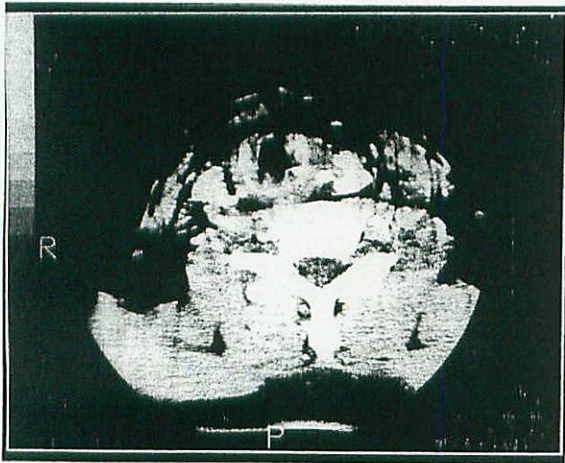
症例5の術前頸部CT. 著明な皮下気腫を認める.
